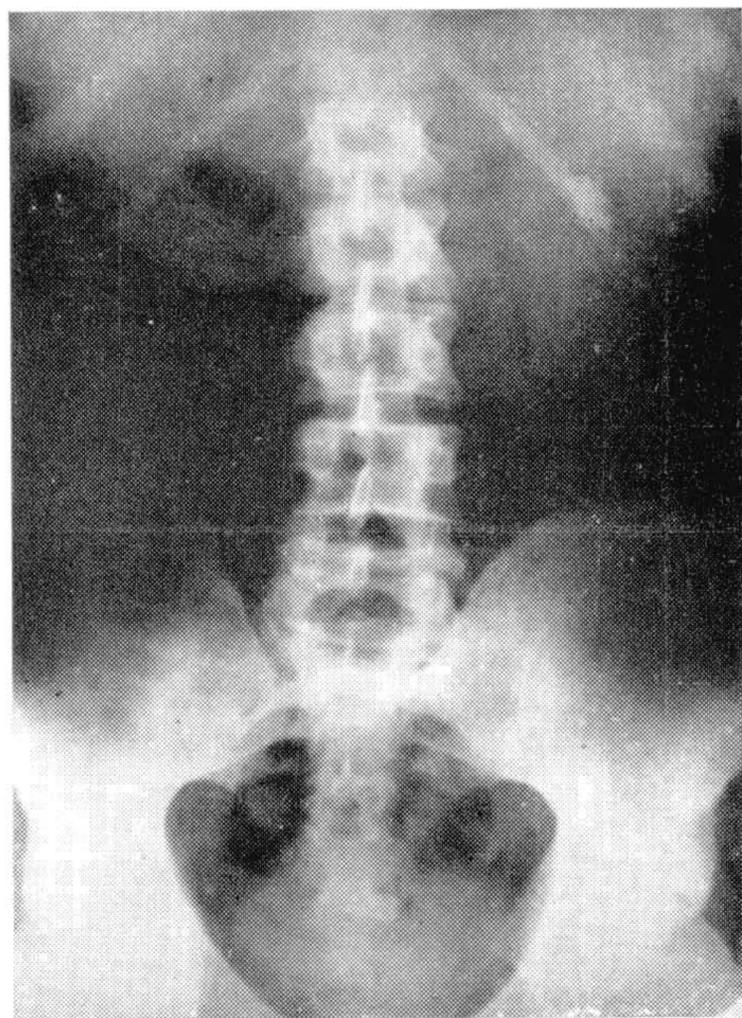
Radiografia simples. Calcificação em tuberculose renal esquerda.
